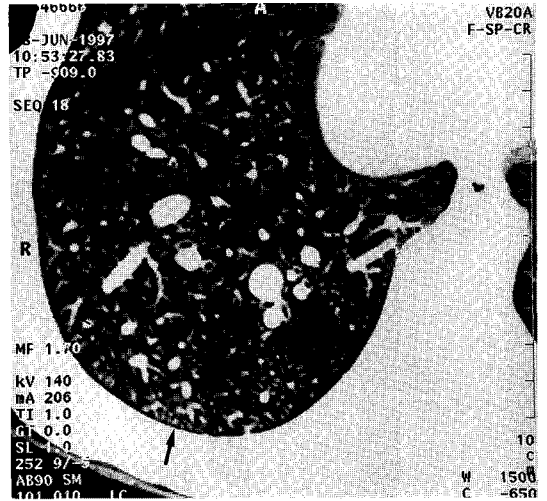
Chest HRCT scan obtained at the ventricle level shows multiple nodular and branching structures in the secondary pulmonary lobule around subpleural portion (medium arrow). Dilated lung vessels extending to plura (small arrows) are noted. Enlarged subsegmental arteries and veins (large arrows) suggest that multiple nodular and branching structures (medium arrow) are vascular structures. In comparison with hydrostatic edema, interlobular septal thickening and thickening of the peribronchovascular interstitium with peribronchial cuffing are not noted.
